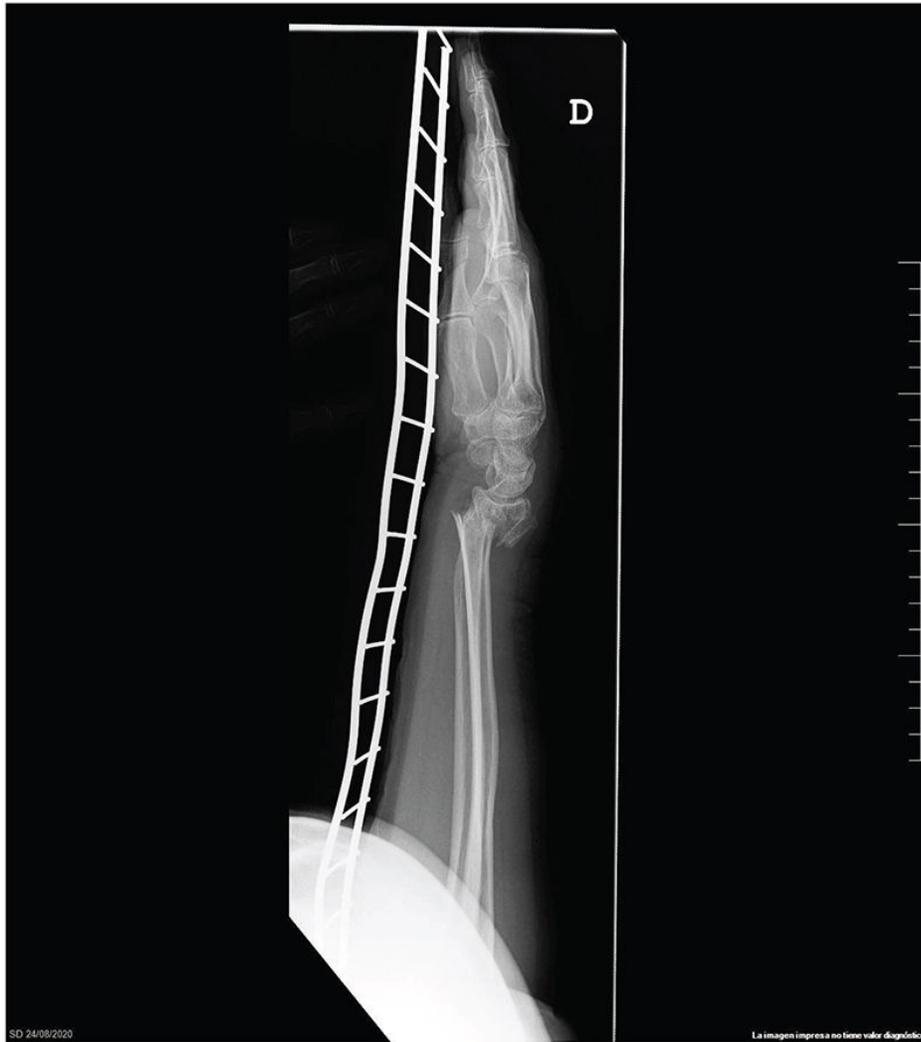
Radiografía lateral del antebrazo: fractura del radio distal derecho.
